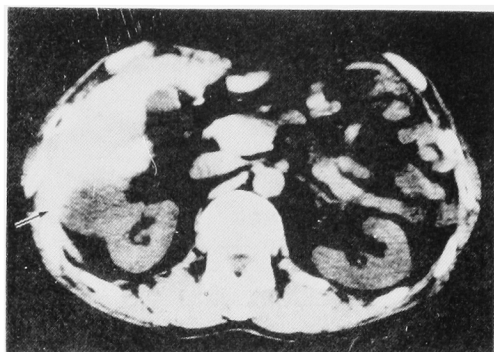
CT of right renal cell carcinoma. Tumor invasion to the liver can not be neglected (Arrow).
